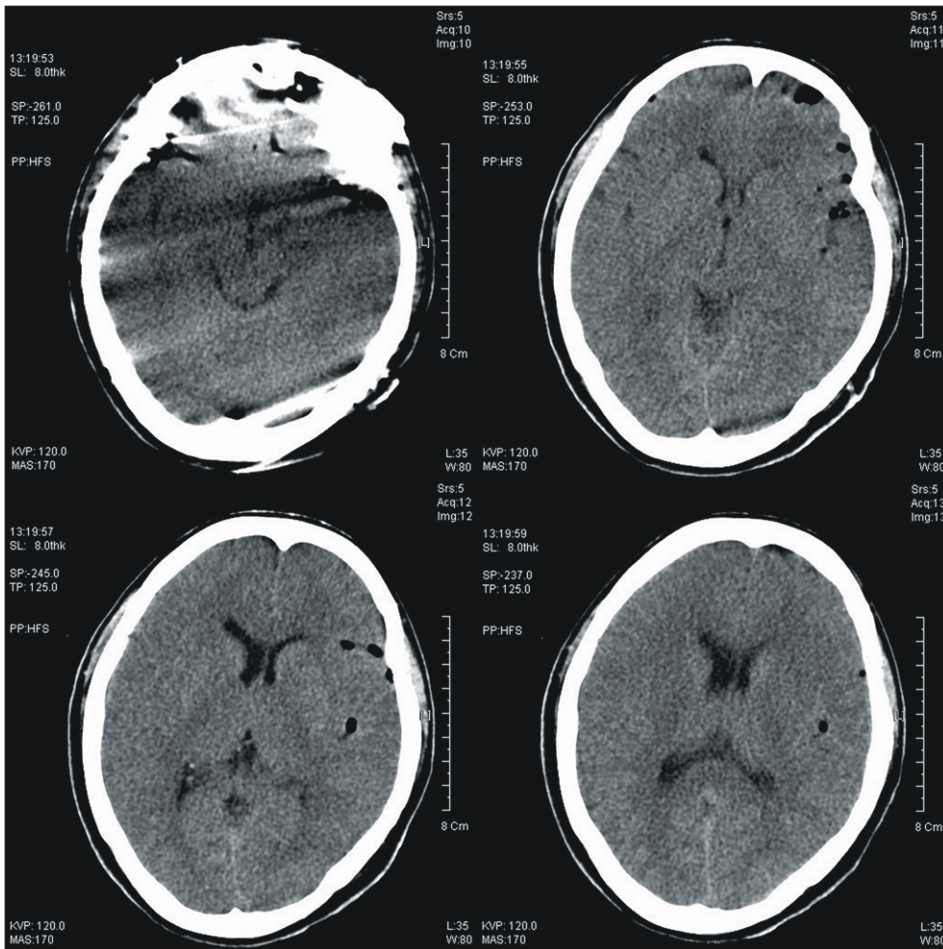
Brain computed tomographic scan demonstrating pneumocephalus on anterior, middle, and posterior cranial fossa, left sylvian fissure, and inter-hemispheric fissure.
